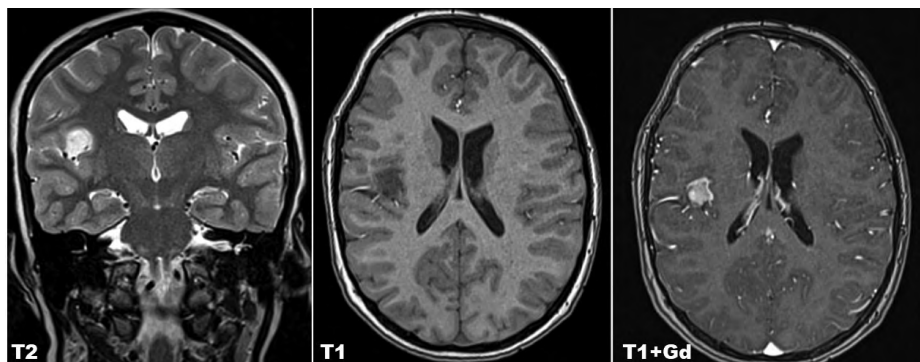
Клинический случай № 2, исходные данные МРТ в режимах Т2, Т1 и Т1 с применением гадолиния (Т1+Gd): ганглиogliома задних отделов правой островковой доли, характерные рентгенологические признаки low grade глиомы. Источник: составлено автором
